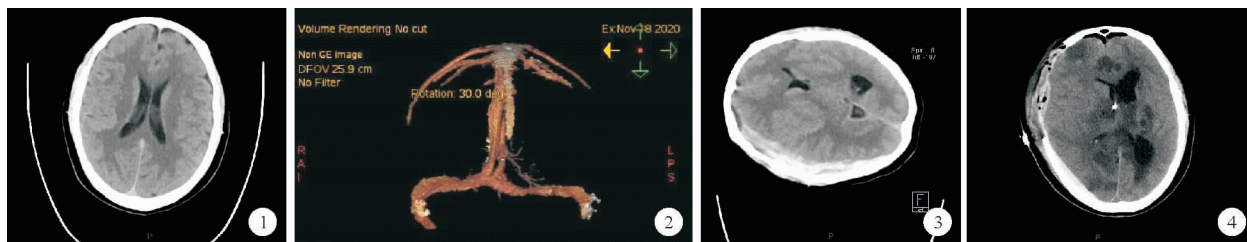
2020 年 11 月 18 日患者颅脑 CT 检查结果(侧脑室体部轴位切面) 图 2 2020 年 11 月 18 日患者颅脑 CTV 检查结果
